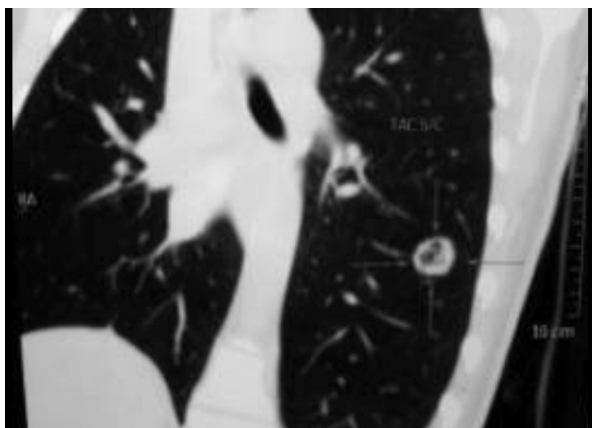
TAC de Tórax. Corte coronal en el que se observa nódulo pulmonar de bordes bien definidos, hiperdenso con área central hipodensa.
